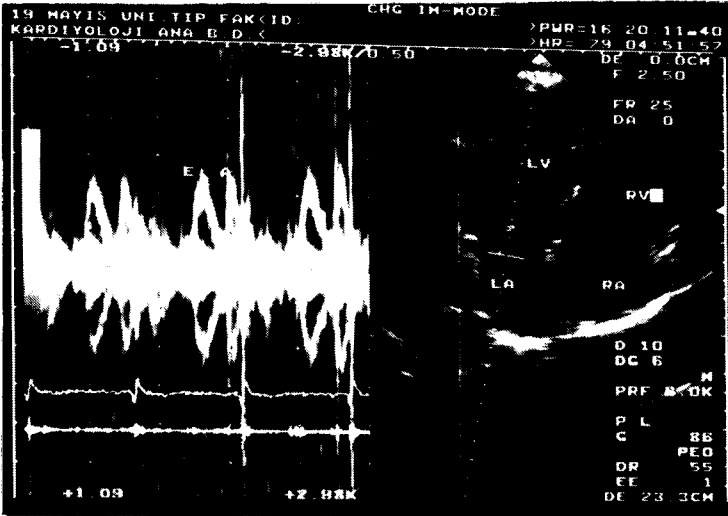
A) Normal mitral akım örneği (Feigenbaum'un Echocardiography, 1994 kitabından alınmıştır).
